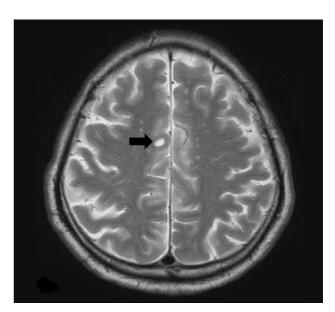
Brain magnetic resonance imaging (MRI). Arrow indicate a round cystic lesion without abnormal contrast enhancement in the right superior frontal lobe.
